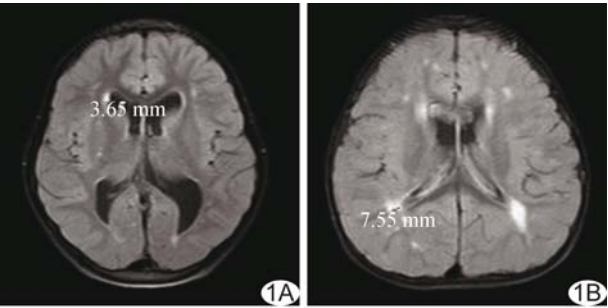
FLAIR 序列图像,脑室旁 WML 评分 A. 额叶帽状高信号,病变最大径约 3.65 mm,评分为 1 分; B. 枕叶帽状高信号,病变最大径均>5 mm,评分为 2 分
